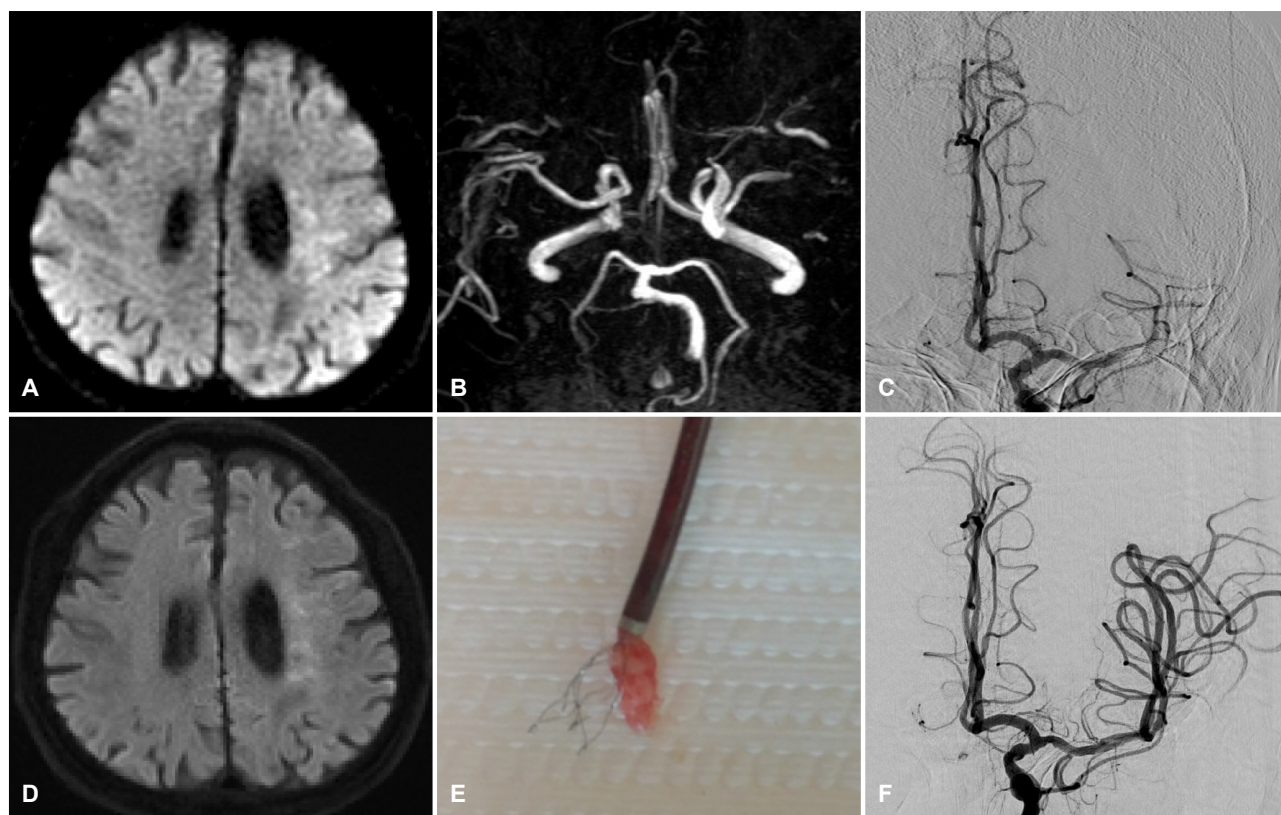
(A) Initial brain DWI shows acute ischemic lesions in left MCA territory. (B) Brain MR angiography demonstrates occlusion of M1 segment of left MCA. (C) Initial TFCA image reveals left MCA M1 segment occlusion. (D) Follow-up brain DWI demonstrates no significant signal intensity change compared with initial DWI. (E) A thrombus removed from the left MCA occlusion using Solitaire retriever. (F) Post ERT image shows successful recanalization in left MCA with TICI grade 3. DWI; diffusion weighted image, MCA; middle cerebral artery, MR; magnetic resonance, TFCA; transfemoral cerebral angiography, ERT; endovascular recanalization therapy, TICI; thrombolysis in cerebral infarction.
